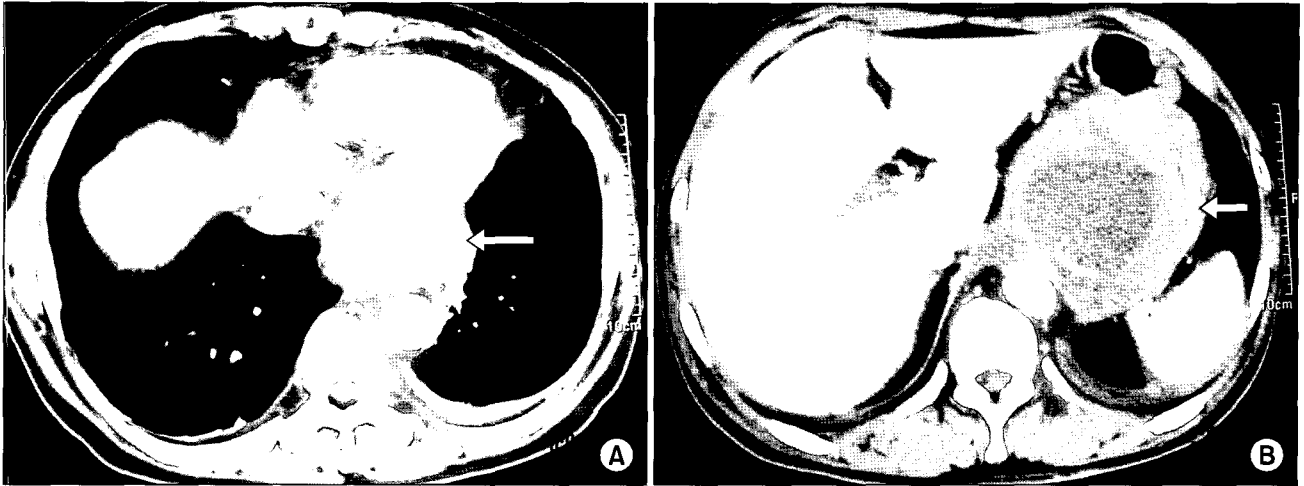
(A&B) Chest CT shows about 15×11×11 cm sized, well-defined, and lobulated soft tissue mass with central necrosis is noted in posterior wall of lower esophagus throughout lesser curvature of upper stomach.
